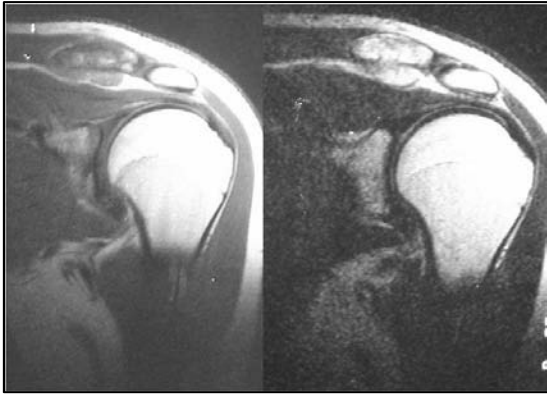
Resonancia magnética (RMN) preoperatoria y radiografías (Rx) simples de ES en tercio externo de clavícula previa y posterior a cirugía. Se estableció una resección total de 11 cm. (8 cm. que incluyen tumor y 3 cm. de margen de seguridad). Posteriormente, no se realizó reconstrucción.
